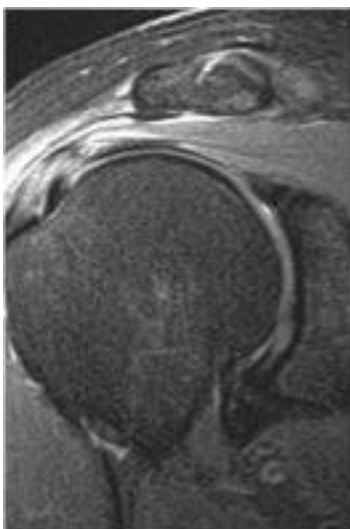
Imágenes coronales de resonancia magnética de un hombro derecho en secuencia T2, en el que se aprecia tendinopatía del tendón supraespinoso. Ésta se manifiesta por un aumento de señal en su tercio distal. Puede apreciarse así mismo la presencia de bursitis subacromial.
